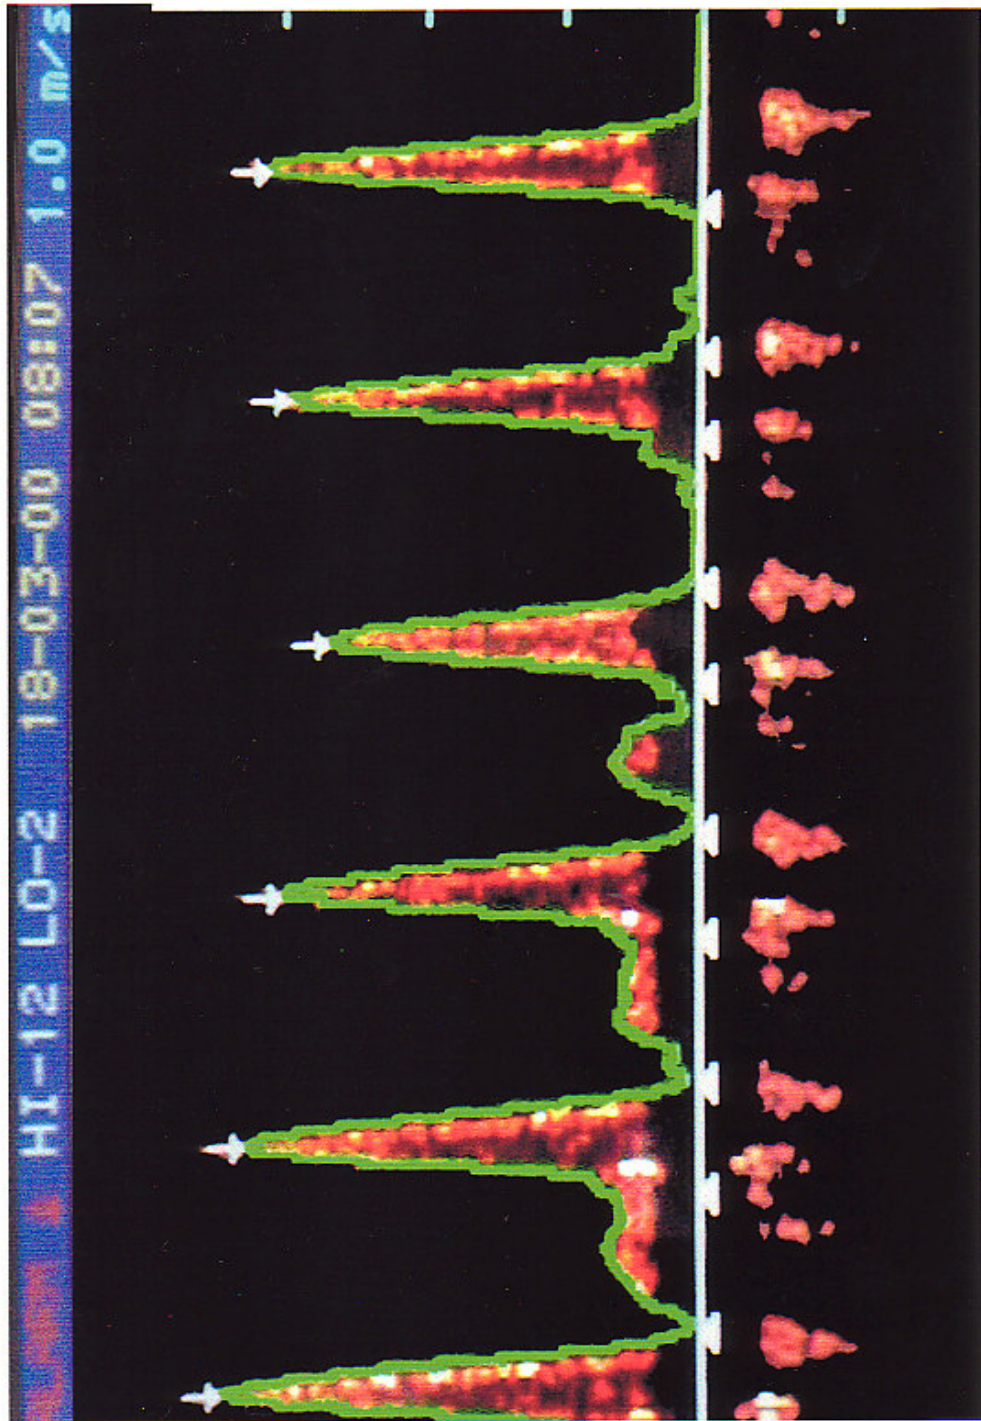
Le doppler oesophagien permet le monitoring simple du volume d'éjection systolique et de ses variations respiratoires. Dans notre expérience clinique nous avons observé des variations du volume d'éjection systolique au cours de la ventilation.
